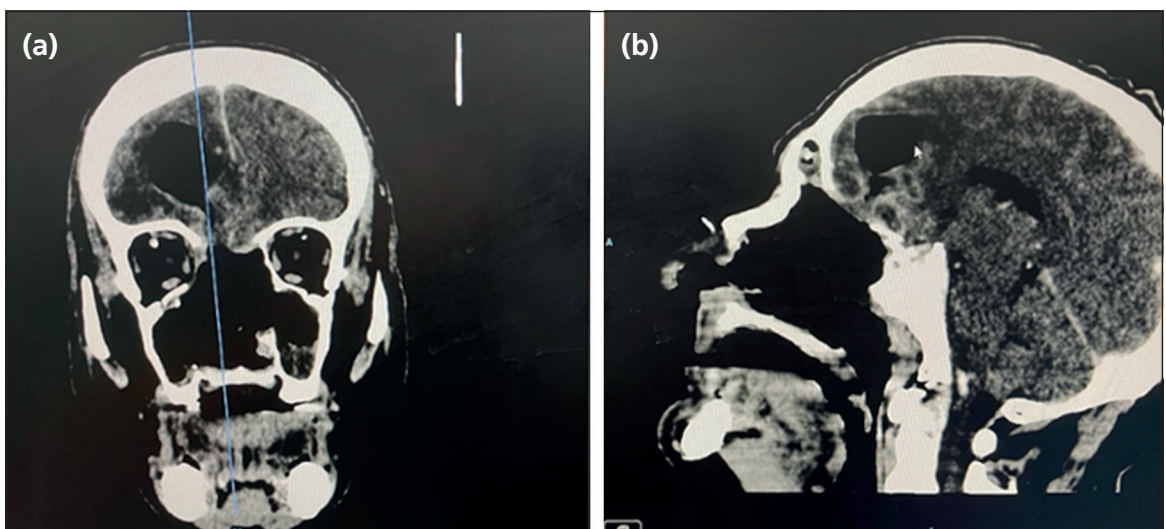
TC cerebro con contraste corte coronal (a), sagital (b).
